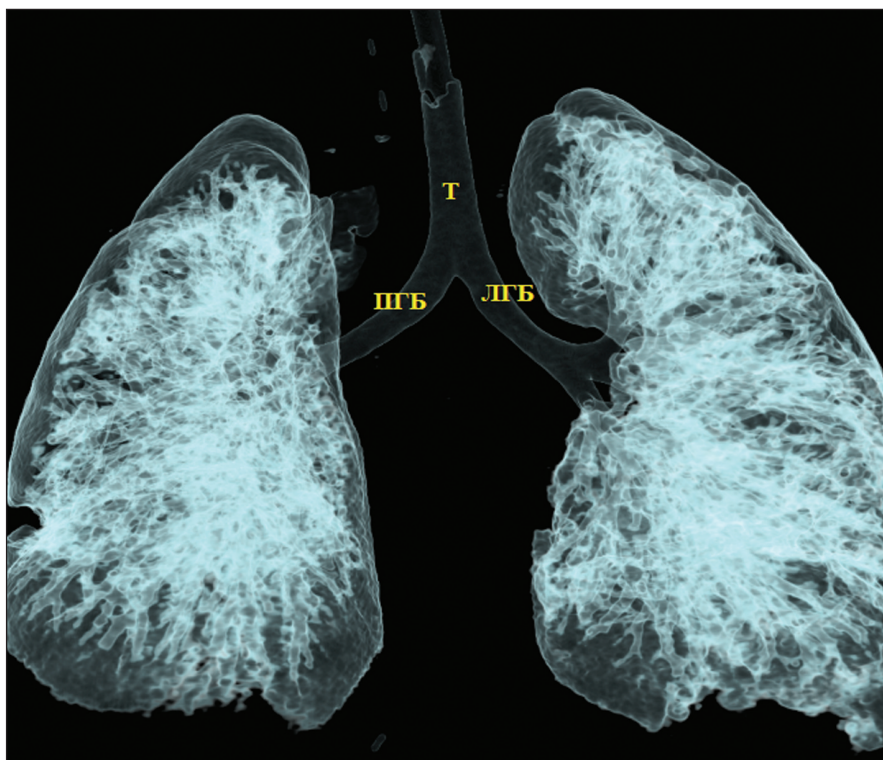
КТ органов грудной полости.
